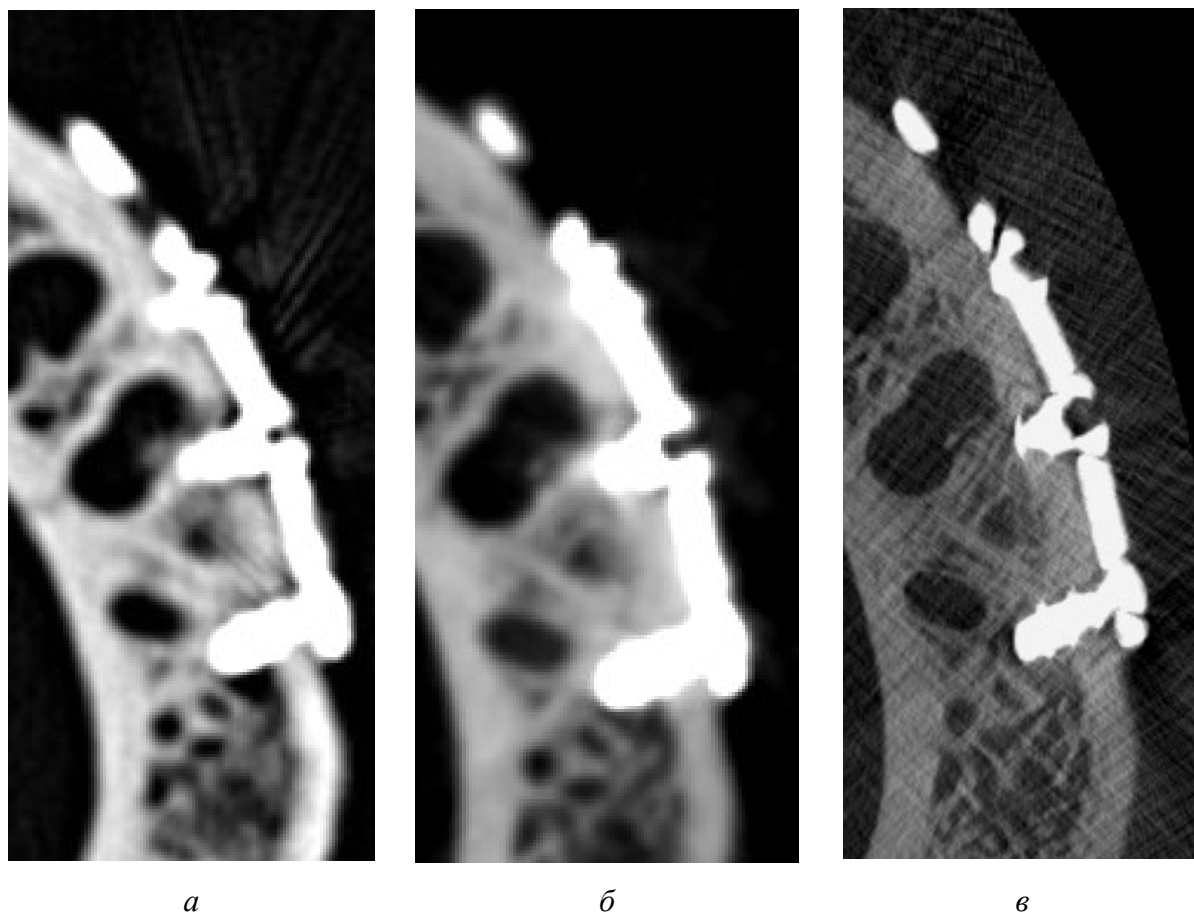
Фрагменты изображений мультипланарных реконструкций тела нижней челюсти в области линии перелома, зафиксированной четырехзвеньеовой титановой пластиной с 4 винтами, в аксиальной плоскости: *а* – МСК-томограмма. Очертания металла сглажены, грубые артефакты деформируют изображение костных балок; *б* – КЛК-томограмма. Контуры металла нечеткие, линейные артефакты слабо выражены, костные структуры искажены только вблизи поверхности металла; *в* – микроКЛК-томограмма. Очертания металла четкие. Бледные линейные артефакты перекрывают все изображение
